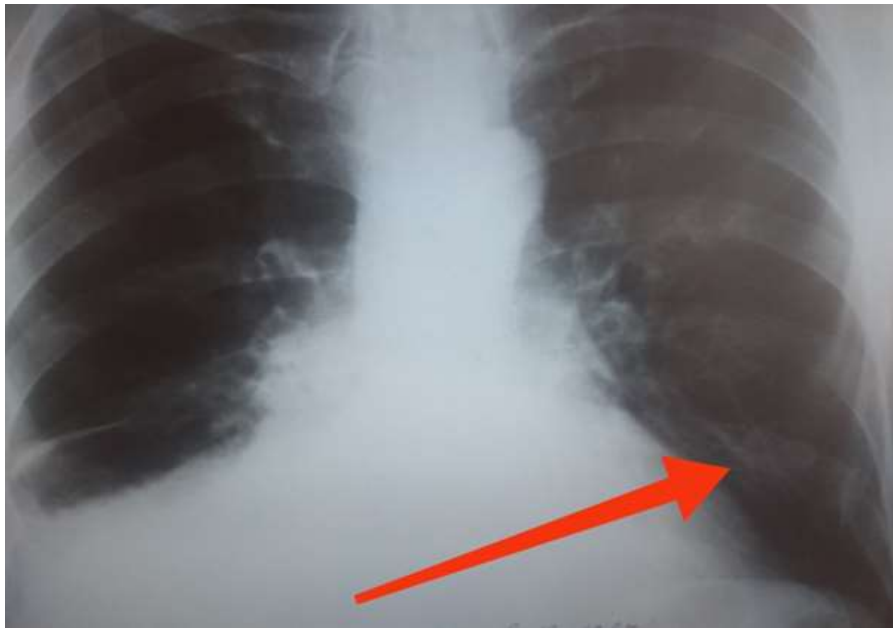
Оглядова рентгенографія органів грудної клітки (стрілкою вказано переломи 10-11 ребер зліва).Хворий М., чол., медична карта стаціонарного хворого №1730, хірургічне відділення (вторинний рівень надання допомоги), 9 ліжкоднів виписаний здоровим
